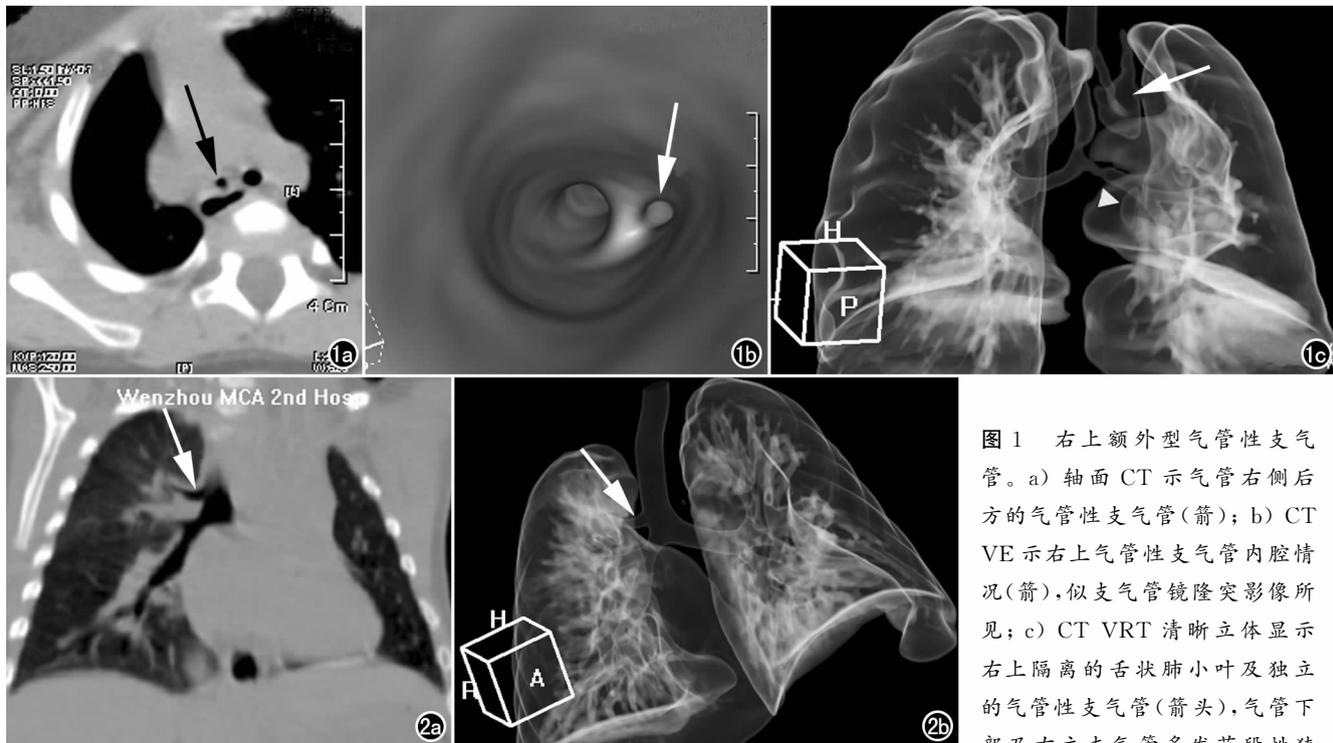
右上外型气管性支气管。a) 轴面 CT 示气管右侧后方的气管性支气管 (箭); b) CTVE 示右上气管性支气管内腔情况 (箭), 似支气管镜隆突影像所见; c) CT VRT 清晰立体显示右上隔离的舌状肺小叶及独立的气管性支气管 (箭头), 气管下部及右主支气管多发节段性狭窄, 右心缘旁可见小囊状副心支气管的充气小叶 (箭)。
